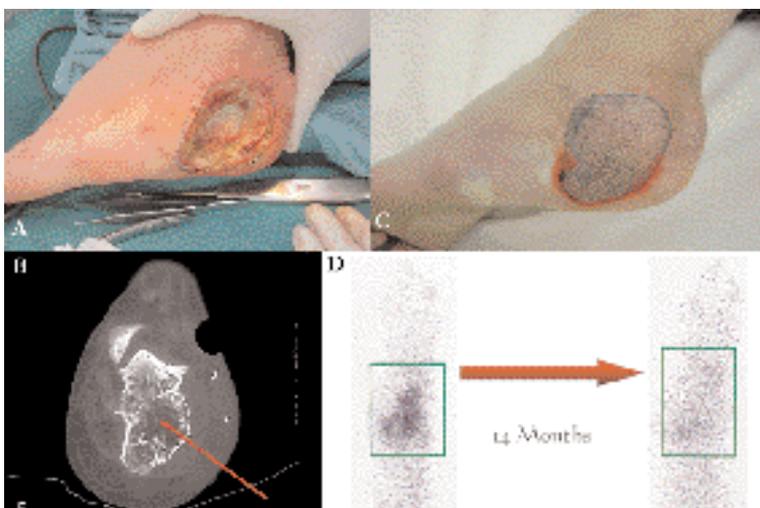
Couverture d'une ostéomyélite calcanéenne par un lambeau du muscle grand dentelé. (A) Ostéomyélite calcanéenne après débridement (B) CT Scan préop (C) Couverture par lambeau musculaire de grand dentelé (D) Evolution de l'image scintigraphique dans le temps
